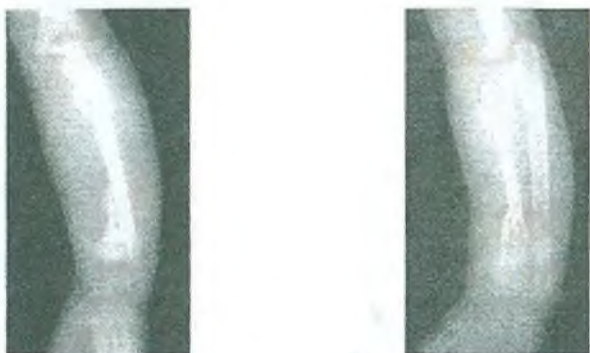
Рентгенограммы бедренной кости в двух проекциях (консолидация патологического перелома в нижней трети бедренной кости с регенерацией костной ткани в метадиафизарном переходе)
